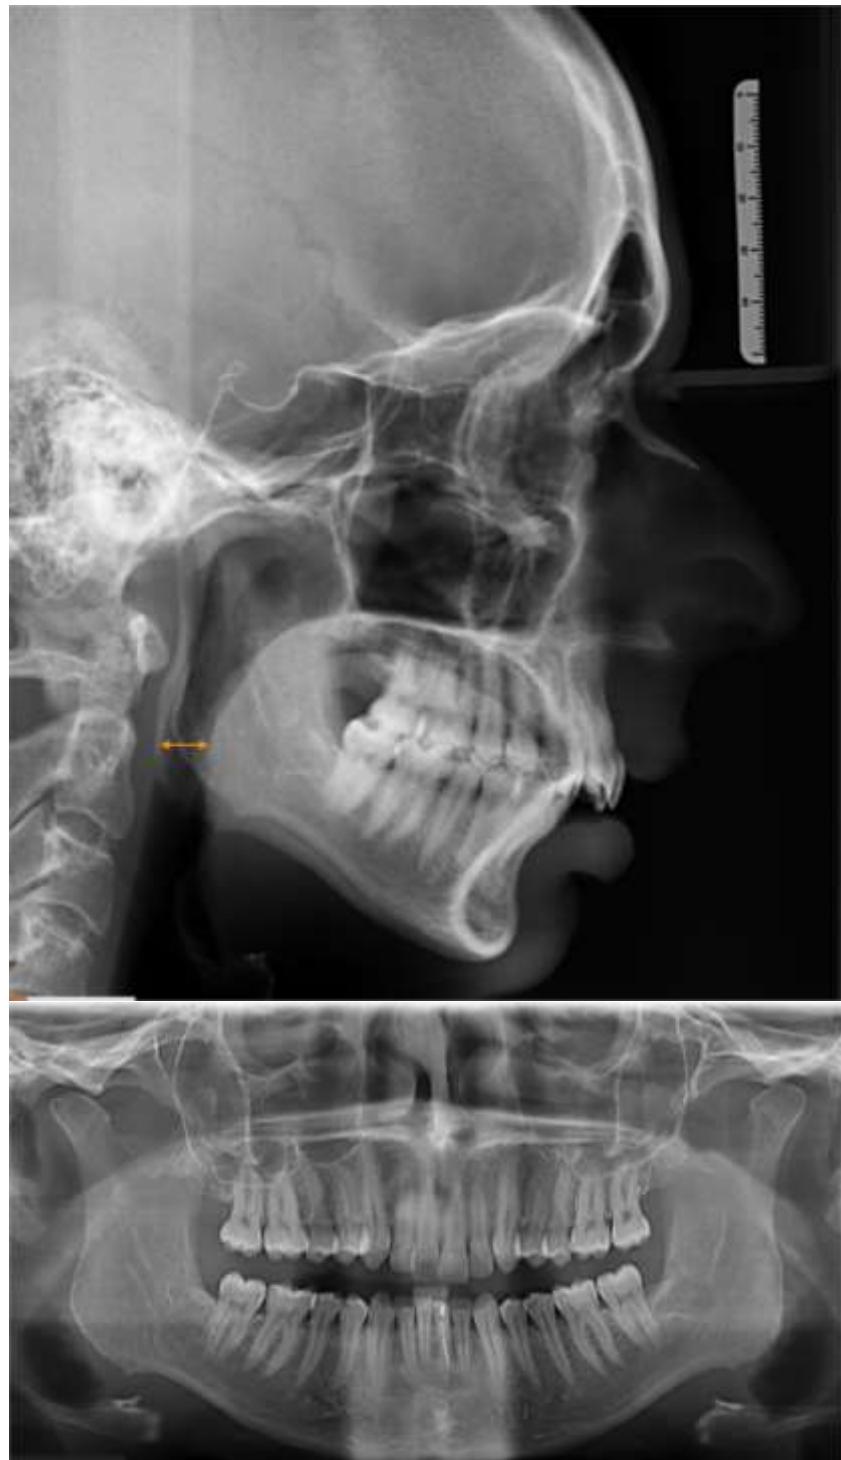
Pretreatment lateral cephalogram and panoramic radiograph. The Shortest anteroposterior distance of the upper airways: 8.75 mm
